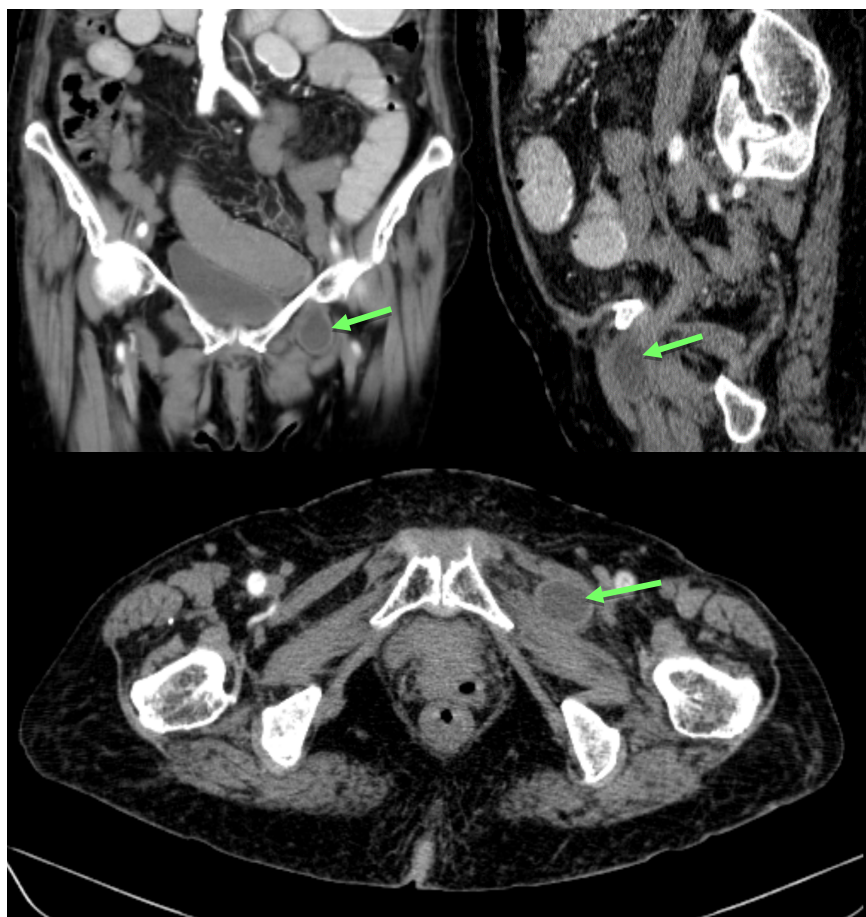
Hernia obturatriz izquierda encarcerada sin signos de isquemia en Tomografía axial computarizada de abdomen doble contraste; muestra el paso del intestino delgado a través del agujero obturador, entre el músculo obturador externo y el pectíneo izquierdo (Flecha verde). Fotografías originales tomadas de los estudios de imágenes de pacientes.
